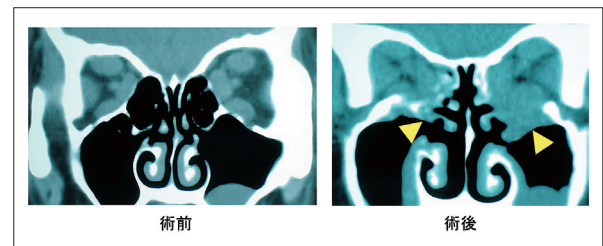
術前後の副鼻腔CT画像。眼窩内組織の一部が鼻腔へ開放されていることが確認できる（矢印）。
